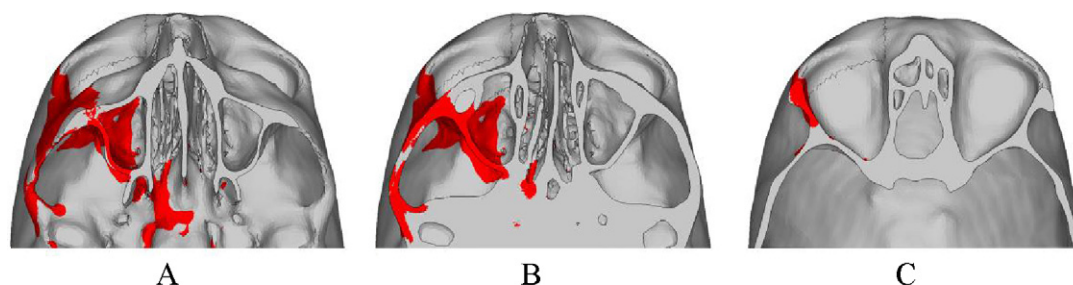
Fracture pattern of the head collision study. Representation of the fracture pattern with von Mises values equal and above the yield criterion of 153 MPa¹⁵. Display in different skull sections equivalent to the slices of the patients' CT scan. (A) Fracture of the infratemporal surface (lateral orbital wall). (B) Fracture of the zygomatic arch with the zygomaticomaxillary buttress, orbital floor, and lateral antral wall. (C) Fracture of the lateral orbital rim.
